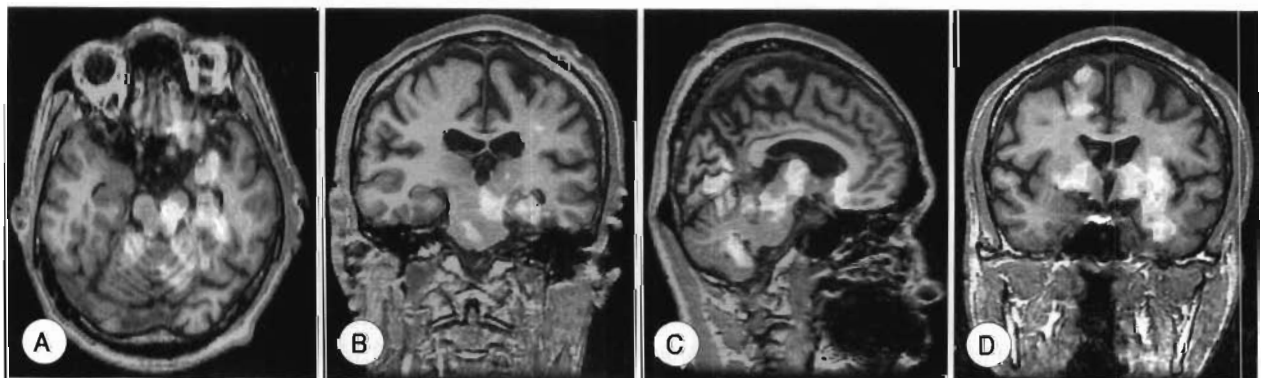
Ictal hyperperfusion of ipsilateral midbrain in mesial TLE. Ictal-interictal SPECT subtraction was performed in a 32 year-old man with left mesial TLE. Ictal hyperperfusion was observed in the left mesial temporal region, left midbrain, cerebellum, left amygdala-hippocampus and cerebellum (A-C). Increased cerebral perfusion was noted in bilateral basal ganglia, left anterior insula, and left temporal stem of white matters (D).
